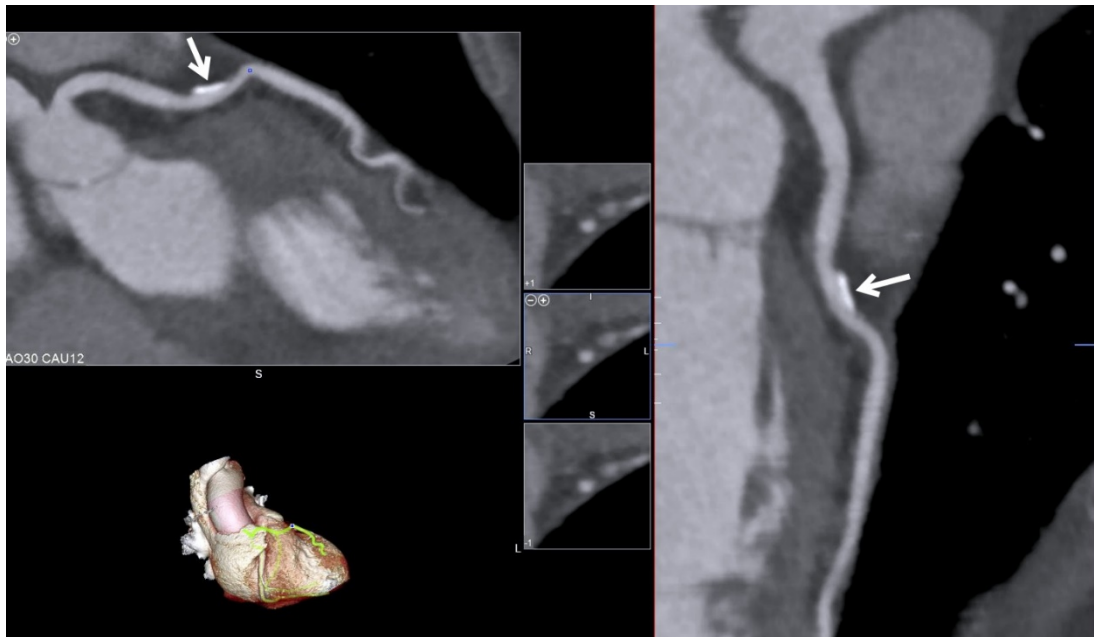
МСКТ-коронарограмма передней межжелудочковой артерии б-й Т., 69 л. Категория CAD-RADS 1. Единичная бляшка без стеноза (стрелка).
